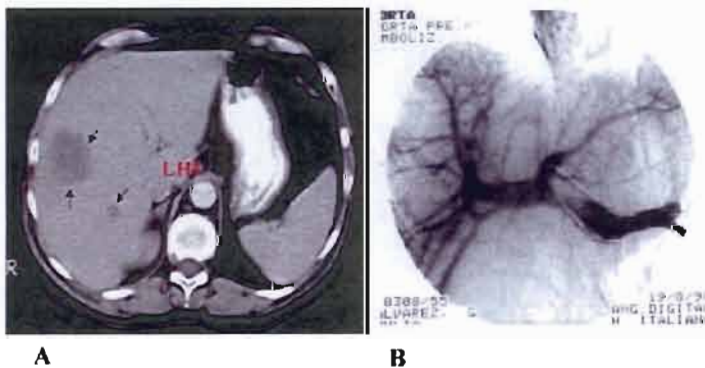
Embolización portal preoperatoria como modalidad neoadyuvante. A- Tomografía computada: múltiples metástasis en el lóbulo hepático derecho. Presenta el lóbulo izquierdo de pequeño tamaño. B- Portografía por punción percutánea: muestra perfusión en ambos lóbulos hepáticos.
